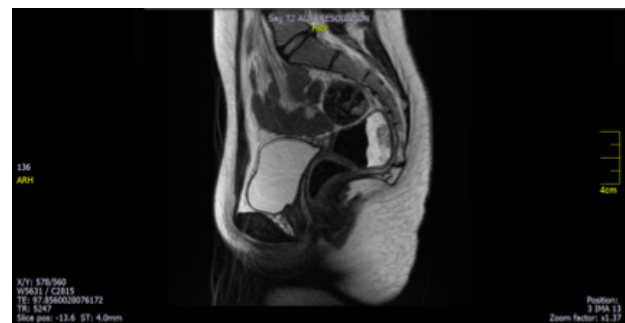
IRM, sagital en T2. Se ve la vejiga y la uretra, la falta de vagina, y detrás el recto.
